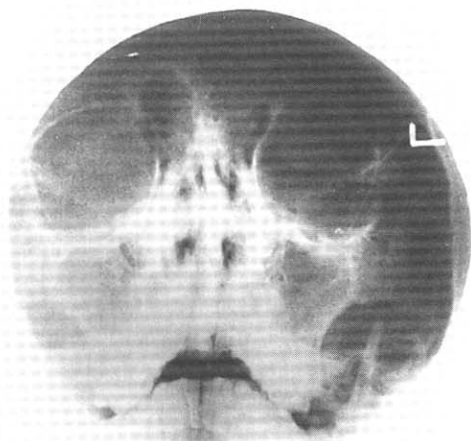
PNS x-ray shows mucosal thickening and haziness on both maxillary, frontal, ethmoid and sphenoidal sinuses.
